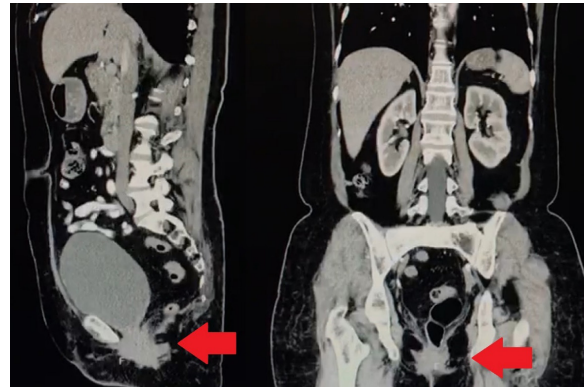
Tomografía computarizada en la que se observa la hernia señalada por la flecha roja en los cortes sagital y coronal.
